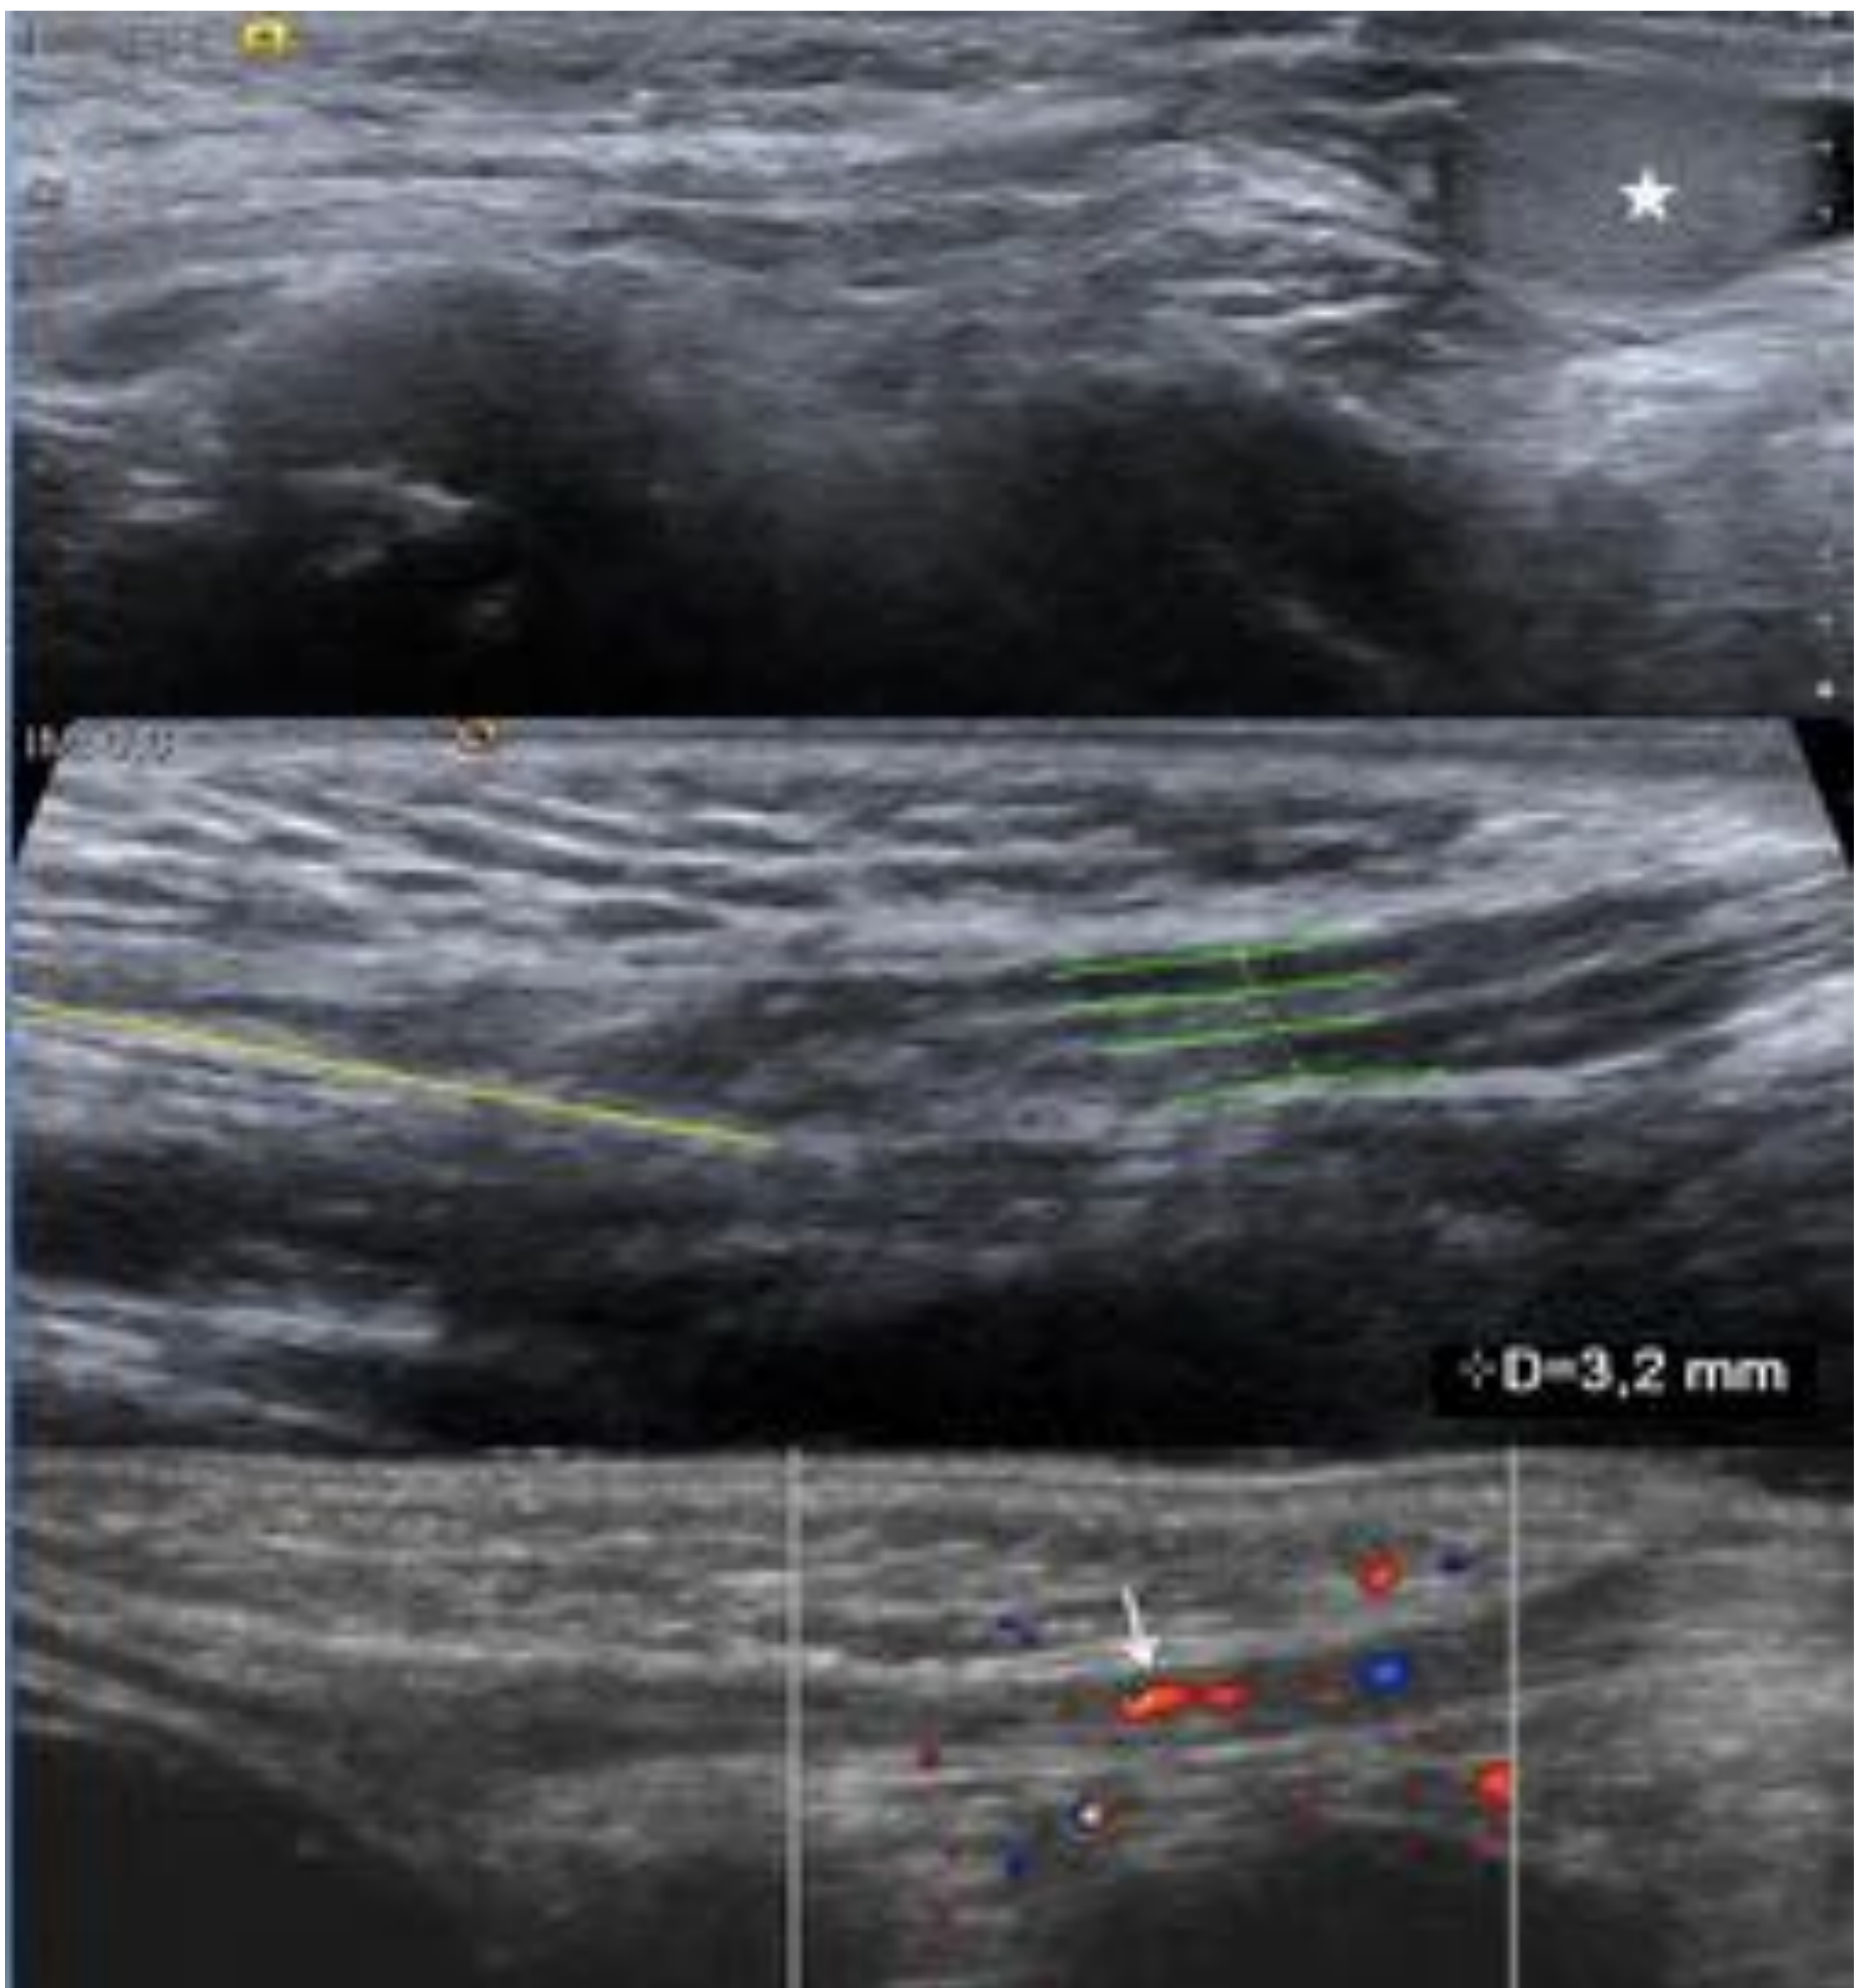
Canal inguinal por ecografía . En la imagen se aprecia un corte sagital del canal inguinal, el estudio se inicia en el escroto visualizando el testículo (estrella) y en sentido ascendente debemos llegar a visualizar el músculo recto abdominal (línea amarilla). El aspecto ecográfico del canal inguinal es una estructura lineal con un doble contorno (líneas verdes) . En condiciones normales el canal inguinal tiene un grosor hasta 4mm aprox. En el canal inguinal transcurre el cordón espermático que incluye el conducto deferente, la arteria testicular, y la rama genital del nervio genitofemoral, y con el estudio doppler se confirma la presencia de señal vascular (flecha blanca)
